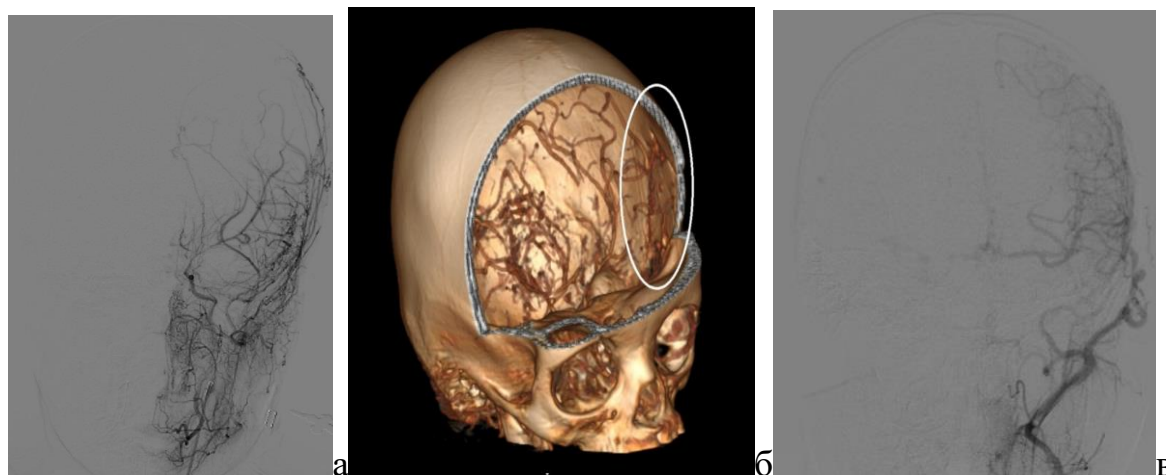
Больная П., ИБ № 1562 – 2014. а) ЦАГ - заполнение корковых артерий через ветви наружной сонной артерии (Matsushima A). б) КТ ангиограмма - овалом выделена зона анастомоза. в) Больной И., 7 лет ИБ № 76 – 2012. ЦАГ: заполнение корковых артерий через левую ПВА (Matsushima A)
